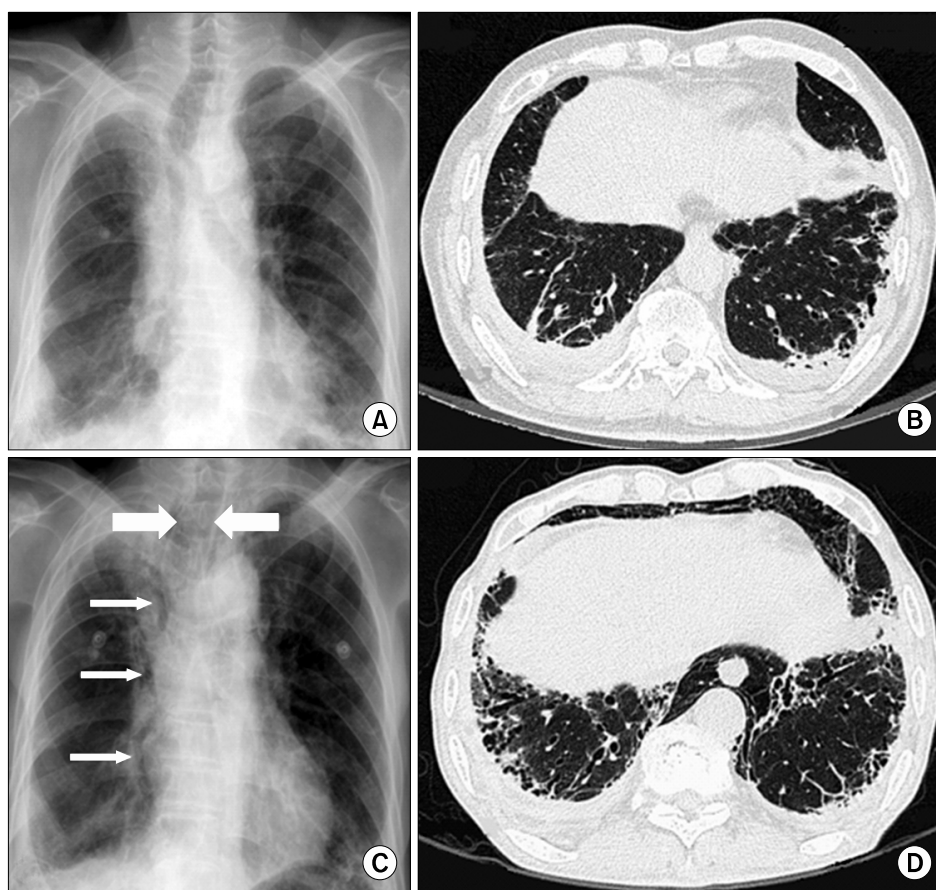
Chest PA and HRCT (high resolution computerized tomography) of lung at one year ago (A, B) and admission (C, D). At admission, chest PA shows more dilated diameter of trachea (26.5 mm, thick arrow, C) compared to that of chest PA one year ago (19.7 mm, A). Furthermore, linear radiolucent density is observed along with right mediastinum suggesting pneumomediastinum (thin arrow, C) which is not observed at one ago (A). HRCT shows more aggravated diffuse peripheral and lower lung reticulation and honeycombing (B) compared to that of HRCT at one year ago (D).
